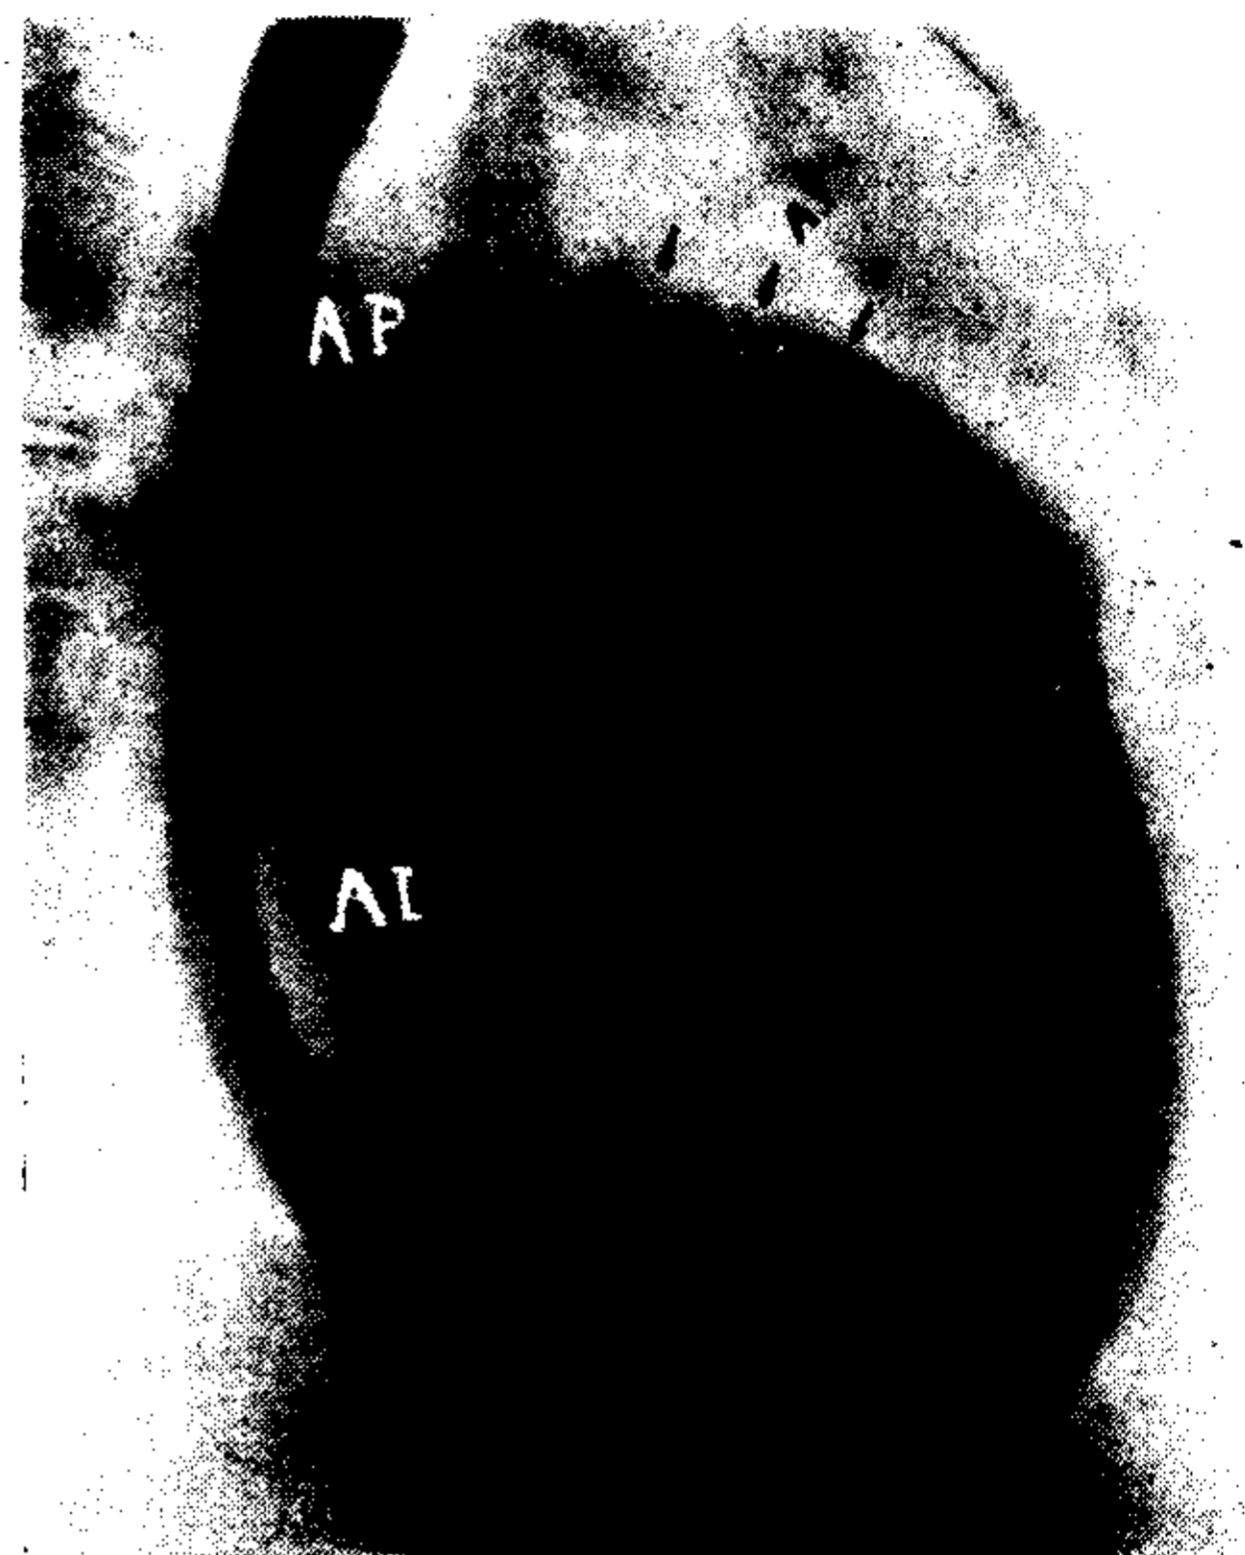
(Caso 3). — Radiografía con relleno esofágico. Muesca de la arteria pulmonar y de la aurícula izquierda.
